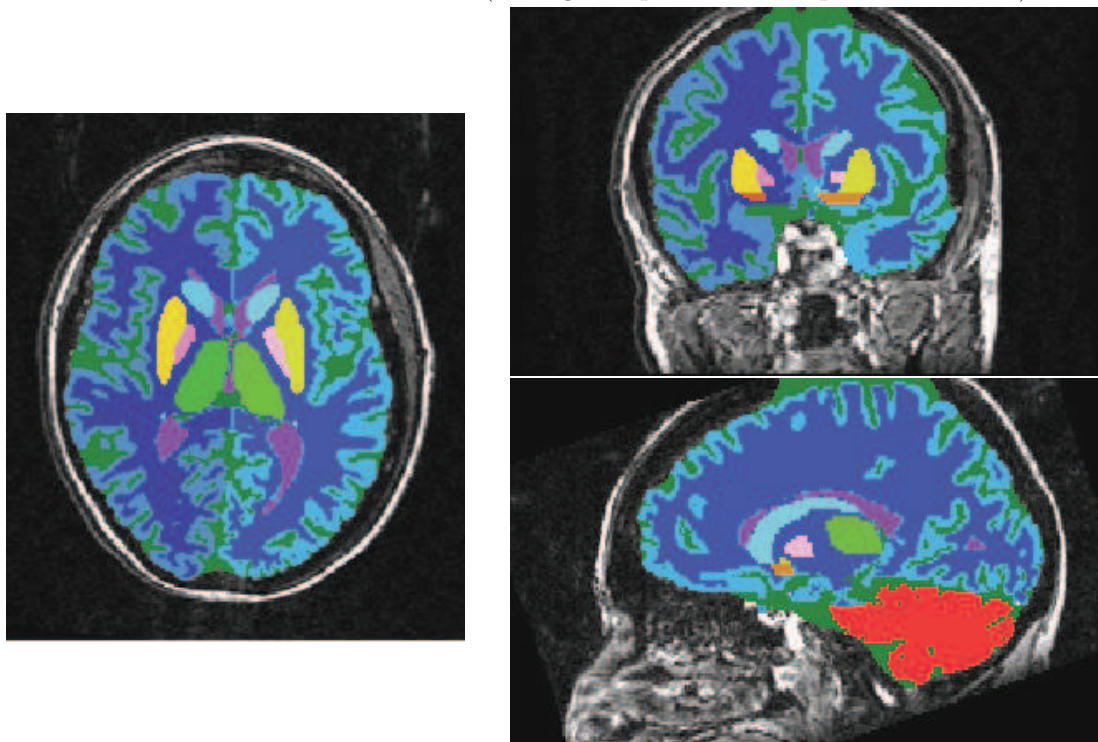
Les trois plans de coupe utilisés habituellement pour visualiser une image du cerveau : à gauche, axial (perpendiculaire à l'axe du tomographe) ; au milieu : coronal ; à droite : sagittal. On nomme par extension une "coupe axiale (resp. coronale, sagittale)" une coupe selon un plan perpendiculaire au plan axial (resp. coronal, sagittal). Source : [295]
